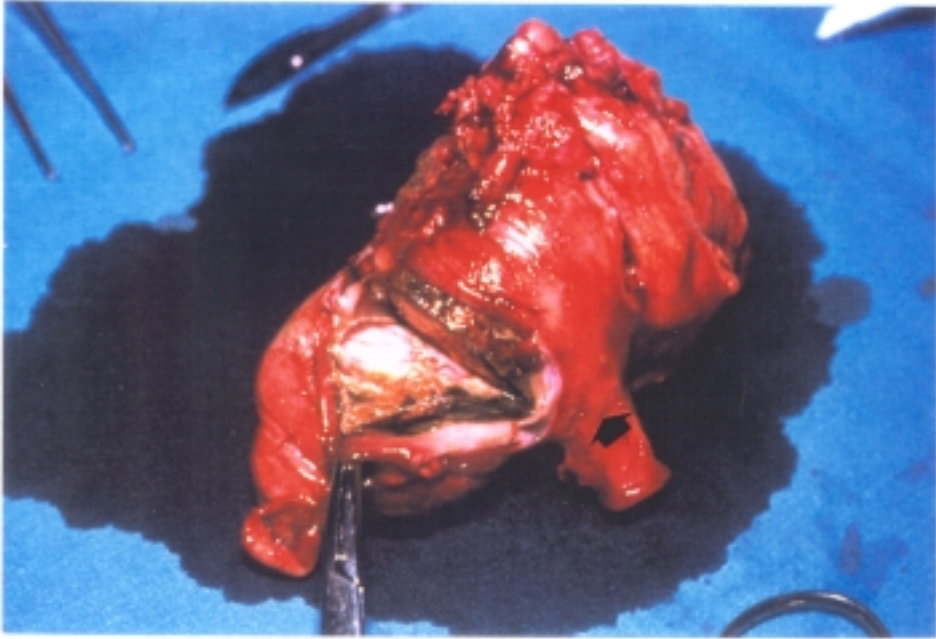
GRUPO IV. INJERTO BIEN "INTESTINALIZADO" Y CON BUEN ASPECTO AL CORTE. SE OBSERVA LA ANASTOMOSIS YEYUNO-CECAL
